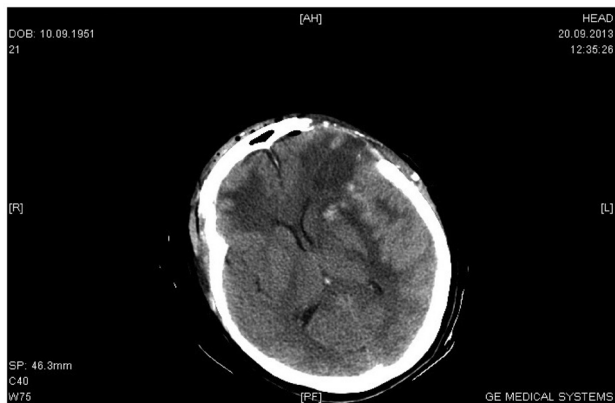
Объемные образования не визуализируются, срединные структуры не смещены; горизонтальный срез, КТ головного мозга после проведения оперативного вмешательства
